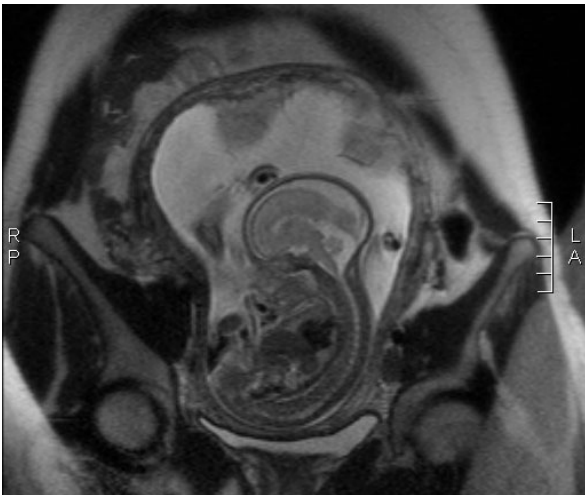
МРТ плода 160,0 мм ТКД (тім'яно-куприкової довжини)
